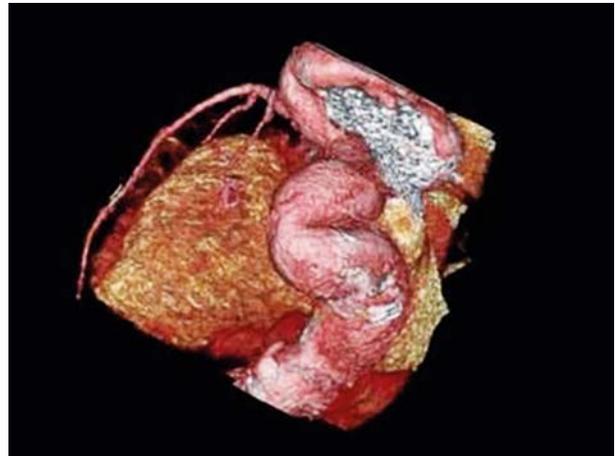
Angiotomografía con reconstrucción volumétrica. Fístula de la arteria circunfleja con drenaje a la aurícula derecha.
